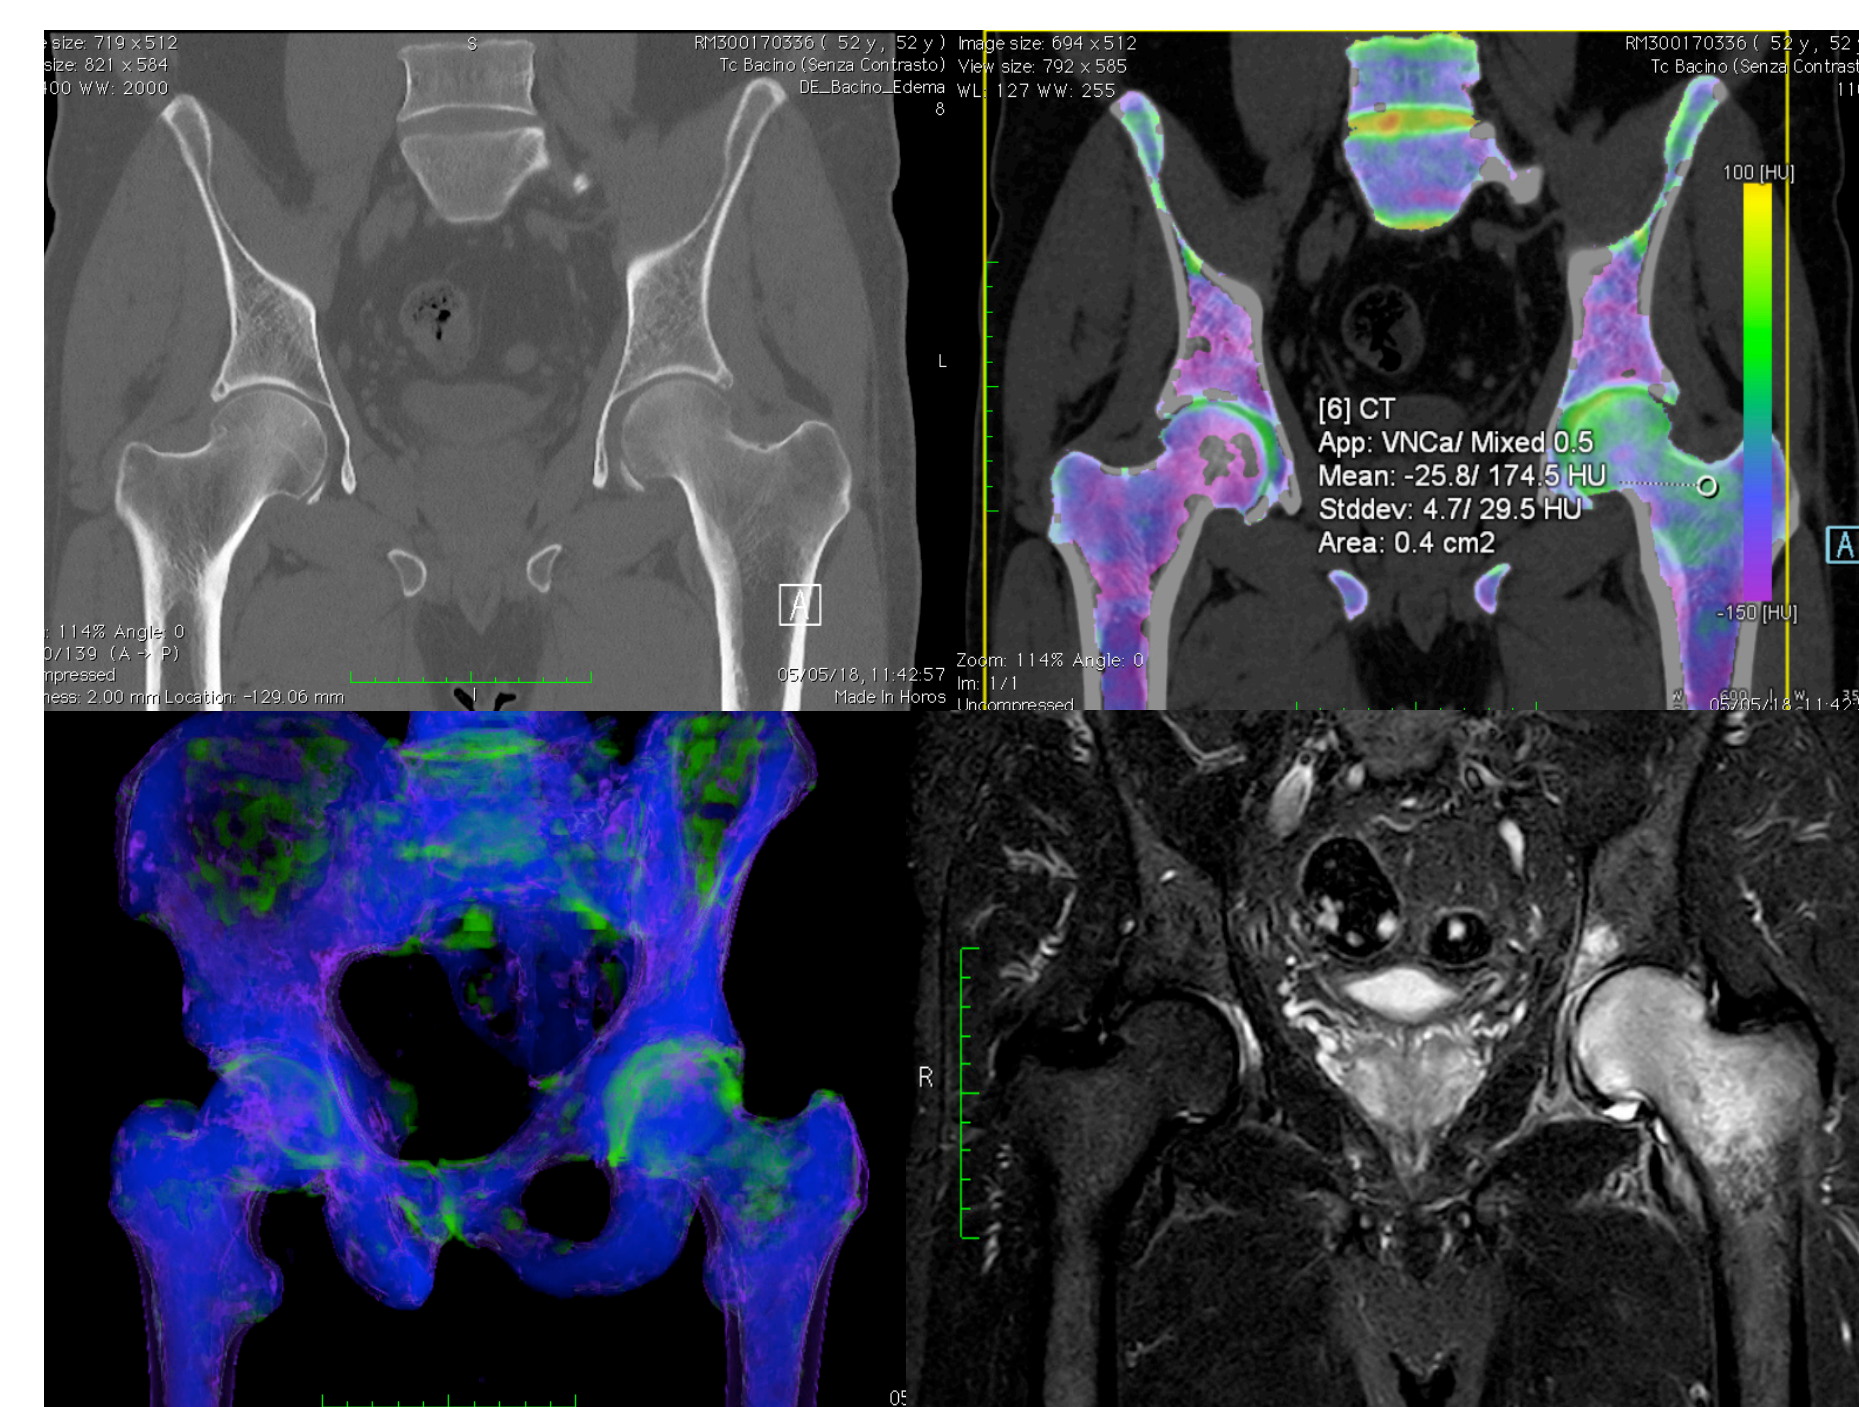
La ricostruzione MPR sul piano coronale del bacino evidenzia minima irregolarità corticale con immagine lineare ipodensa in sede basicervicale del femore sinistro in scala di grigi (a). Nella stessa sede si apprezza edema intraspongioso, rappresentato in verde alla codifica di colore (b, c), confermando la presenza di frattura, sospettata in RM, che mostra marcato edema alla testa e al collo femorale sinistro (d).
